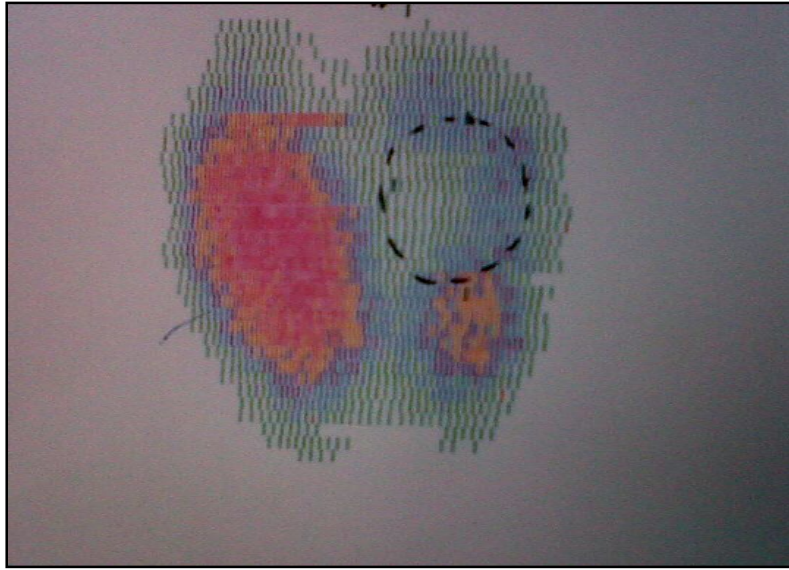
scintigraphie du cas rapporté dans l'observation n°3, montrant un nodule thyroïdien froid prenant la quasitotalité du lobe gauche
